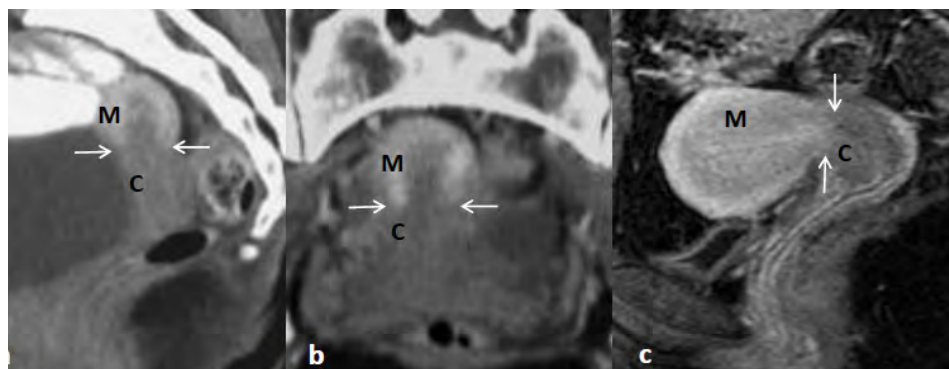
Na TC de seguimento de examinada de 28 anos com o diagnóstico de Linfoma de Burkitt, observa-se nas reconstruções nos planos sagital (a) e coronal (b) adquiridas em fase venosa portal (aos 70 segundos), capturação difusa e homogênea do miométrio, do tipo 2, e a diferente capturação de contraste endovenoso pelo corpo (M) e colo (C) do útero, resultando numa linha bem definida e regular (setas) entre estes dois segmentos uterinos. Na RM com estudo dinâmico após administração endovenosa de gadolínio no plano sagital (c), de uma outra examinada, visualiza-se igualmente o diferente realce entre o corpo do útero (M), que realça ligeira e difusamente, e o colo do útero (C), que realça homogêneamente e menos intensamente que o corpo.
